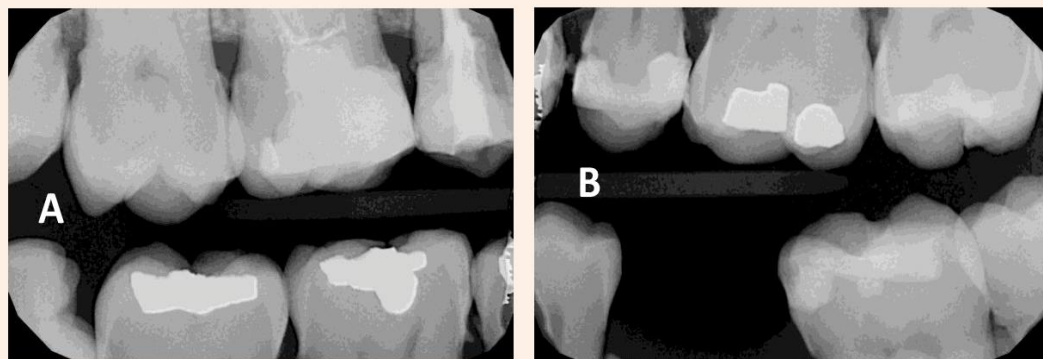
Radiografías aleta de mordida. A. Aleta derecha. B. Aleta izquierda.
